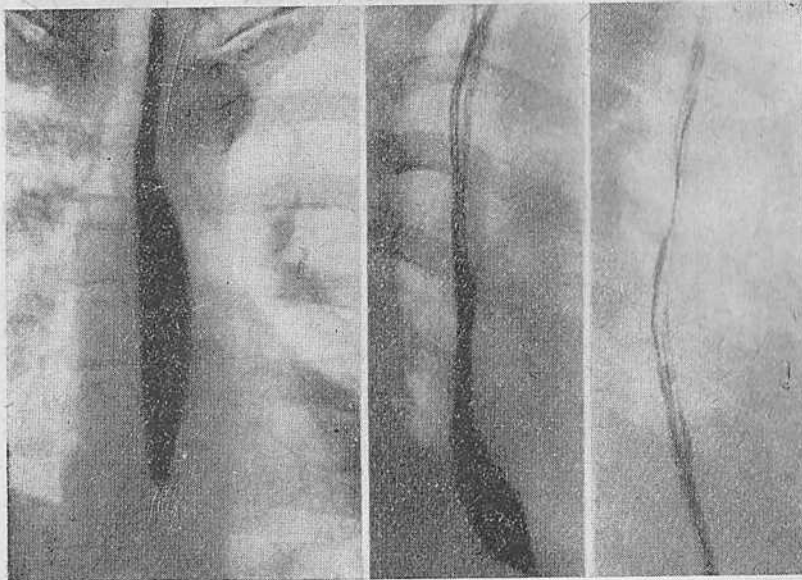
Больной П. Ахалазия пищевода I типа. Рентгенограммы пищевода. Видимых изменений не обнаружено.
